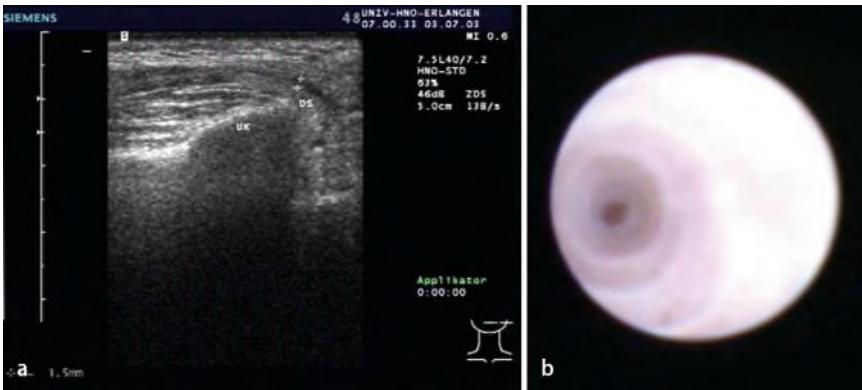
▲ a Ultraschall der linken Gl. parotis einer 55-jährigen Patientin mit rezidivierenden Schwel-lungen. Sonographisch erkennt man den dilatierten Stenon-Gang (+..+, DS) ohne sicheren Steinnach-weis, UK Unterkiefer. b Der sialendoskopische Befund zeigt keine direkte Obstruktion, aber eine deutlich verdickte Gangwandung mit der Ausbildung einer relativen Stenose des Stenon-Gangs
